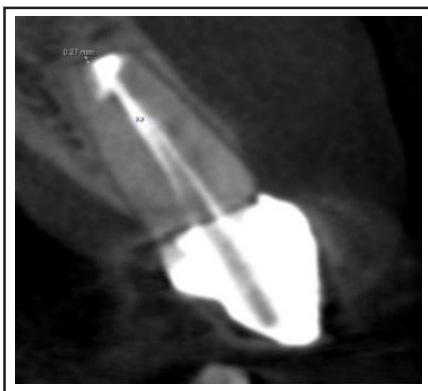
Corte sagital del tomografía de haz cónico del diente 2.2 en el control de 8 meses.
